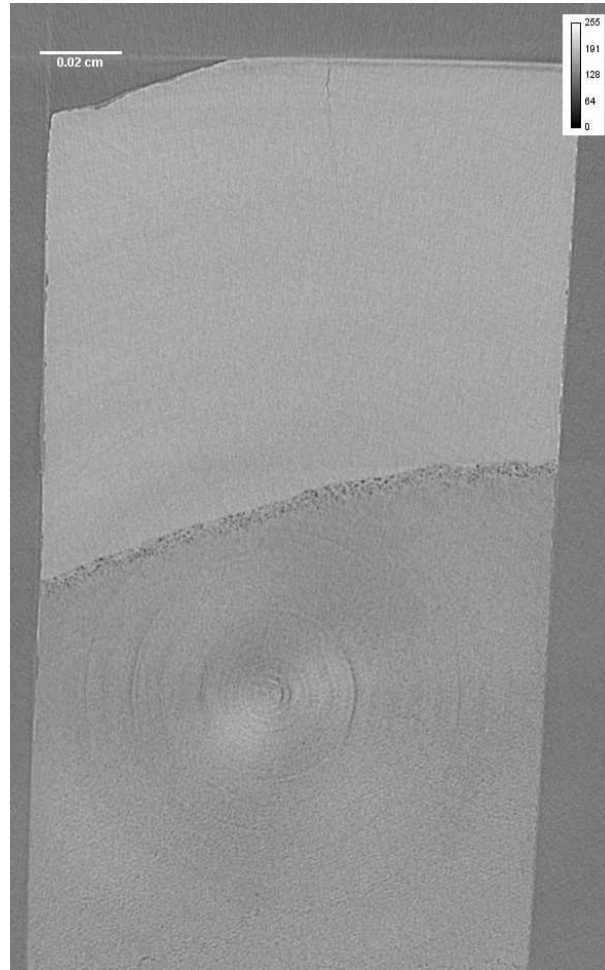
Fotomicrotomografia após análise com luz síncrotron (grupo Placebo).
